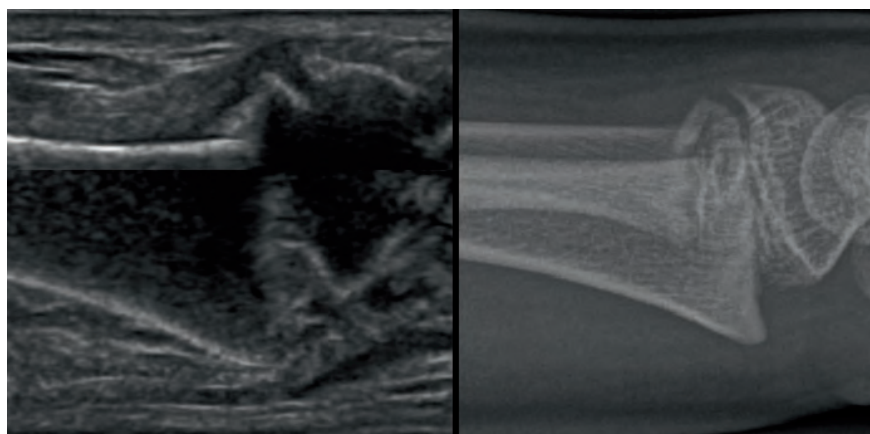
Aitken-I Fraktur des distalen Radius mit Dislokation (li. Ultraschall, re. Röntgenbild) Knochenbrüche können mit Ultraschall ebenso gut dargestellt werden wie im Röntgenbild, Abkippungen und Fehlstellungen teilweise sogar besser.
